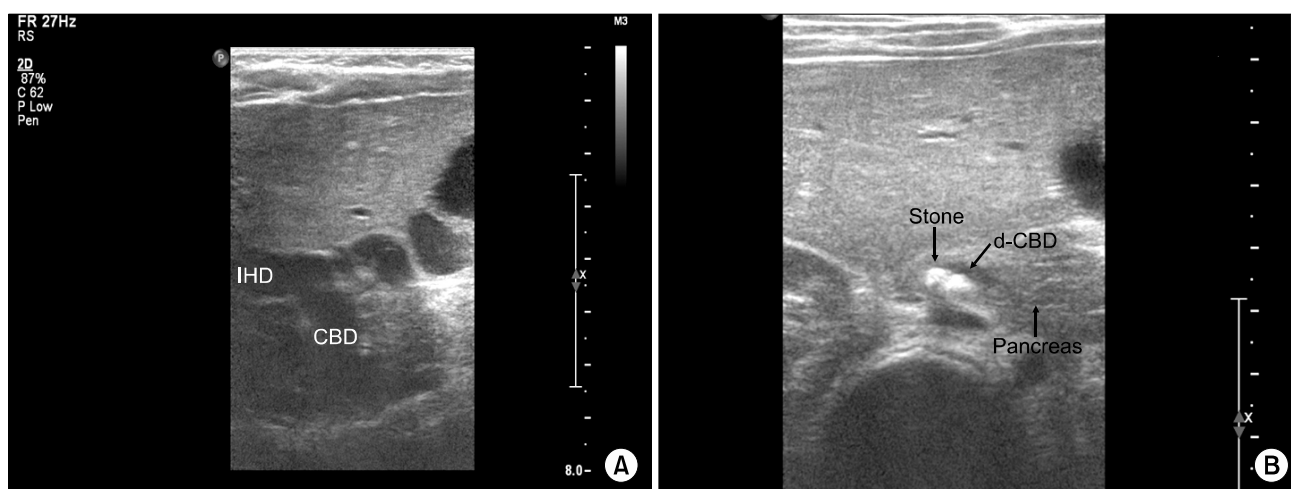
Abdominal ultrasound showed prominent intrahepatic duct (IHD) and common bile duct (CHD) dilatation (A) and two small stones in the far distal common bile duct (d-CBD), near the ampulla of Vater (AoV) (B).
